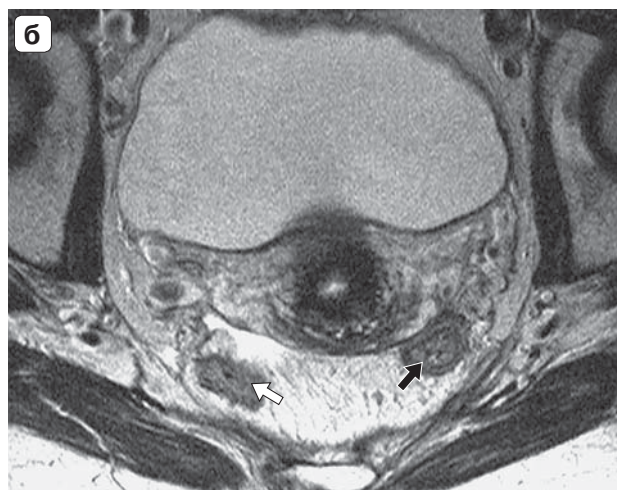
МРТ-изображения перед закрытием трансверзостомы, T2-взвешенные изображения в сагиттальной, аксиальной и коронарной плоскостях.
